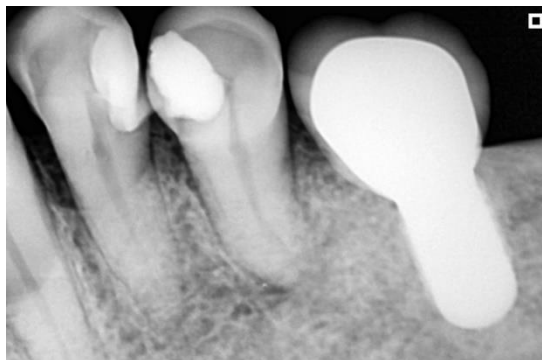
Radiografía preoperatoria donde se observa ensanchamiento del ligamento periodontal.
